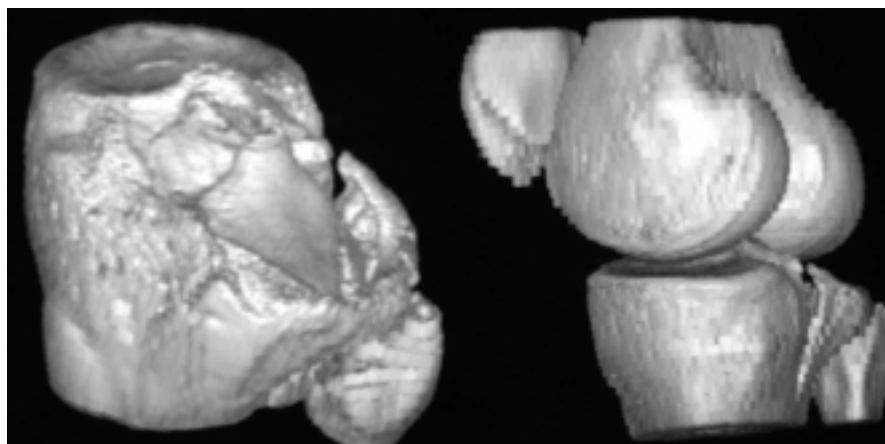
La TC tridimensionale offre delle immagini suggestive e che consentono una precisa valutazione del danno
